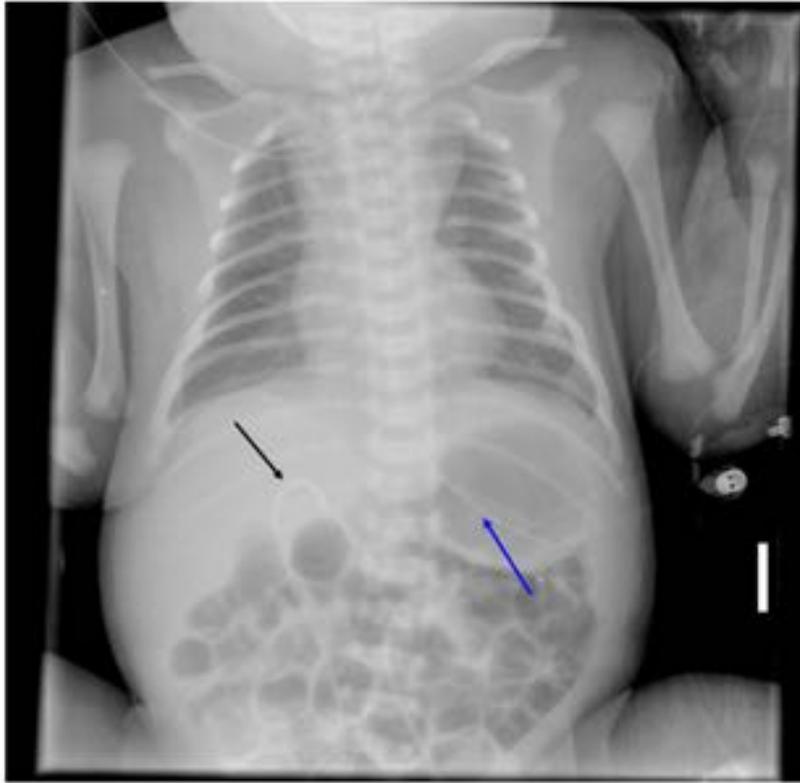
Recién nacido pre-término (35 + 6 semanas) con distrés respiratorio. En la radiografía de control post-canalización de vía venosa umbilical el extremo del catéter está curvado y proyectado sobre el lóbulo hepático izquierdo. Ésta es una complicación frecuente. Hubo que retirar dicha vía venosa central. Infiltrado intersticial bilateral.
